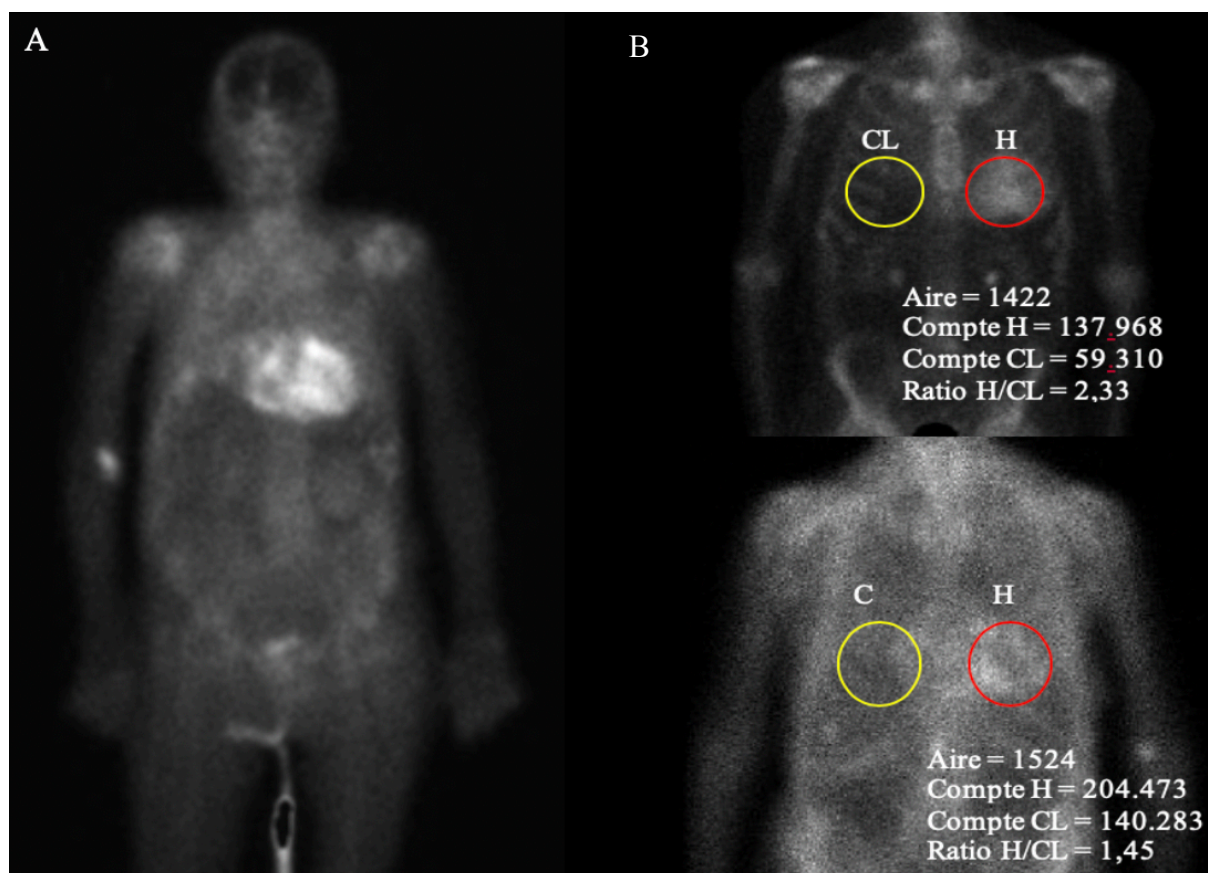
Méthodes d'évaluation de la rétention cardiaque d'une scintigraphie osseuse corps entier au ⁹⁹Tc-HMDP
